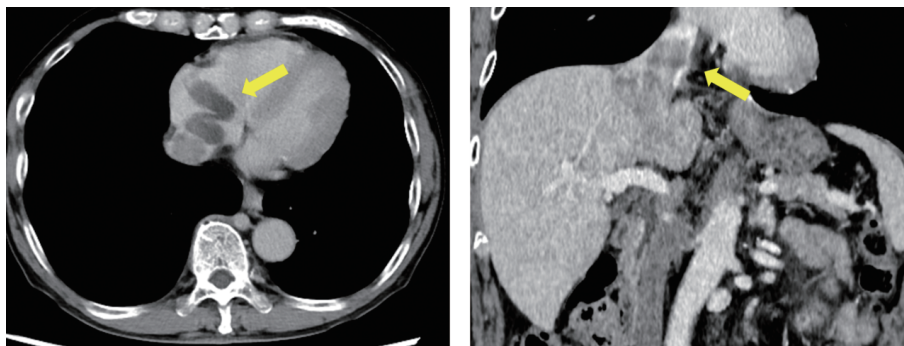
CT and MRI show a continuous inferior vena cava tumor embolus extending to the right atrium, indicated by the yellow arrow.
